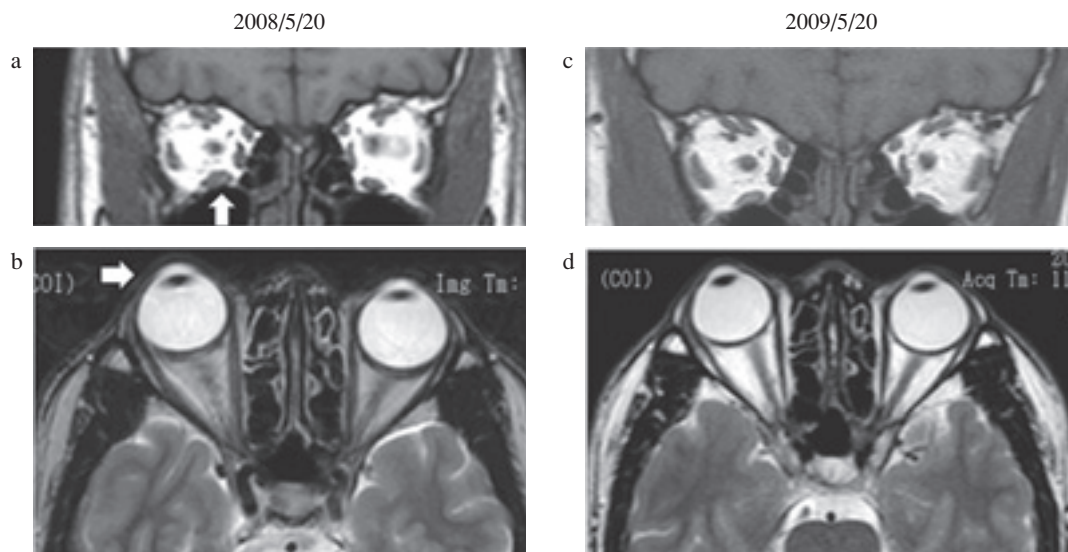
Magnetic resonance image of orbital muscle
